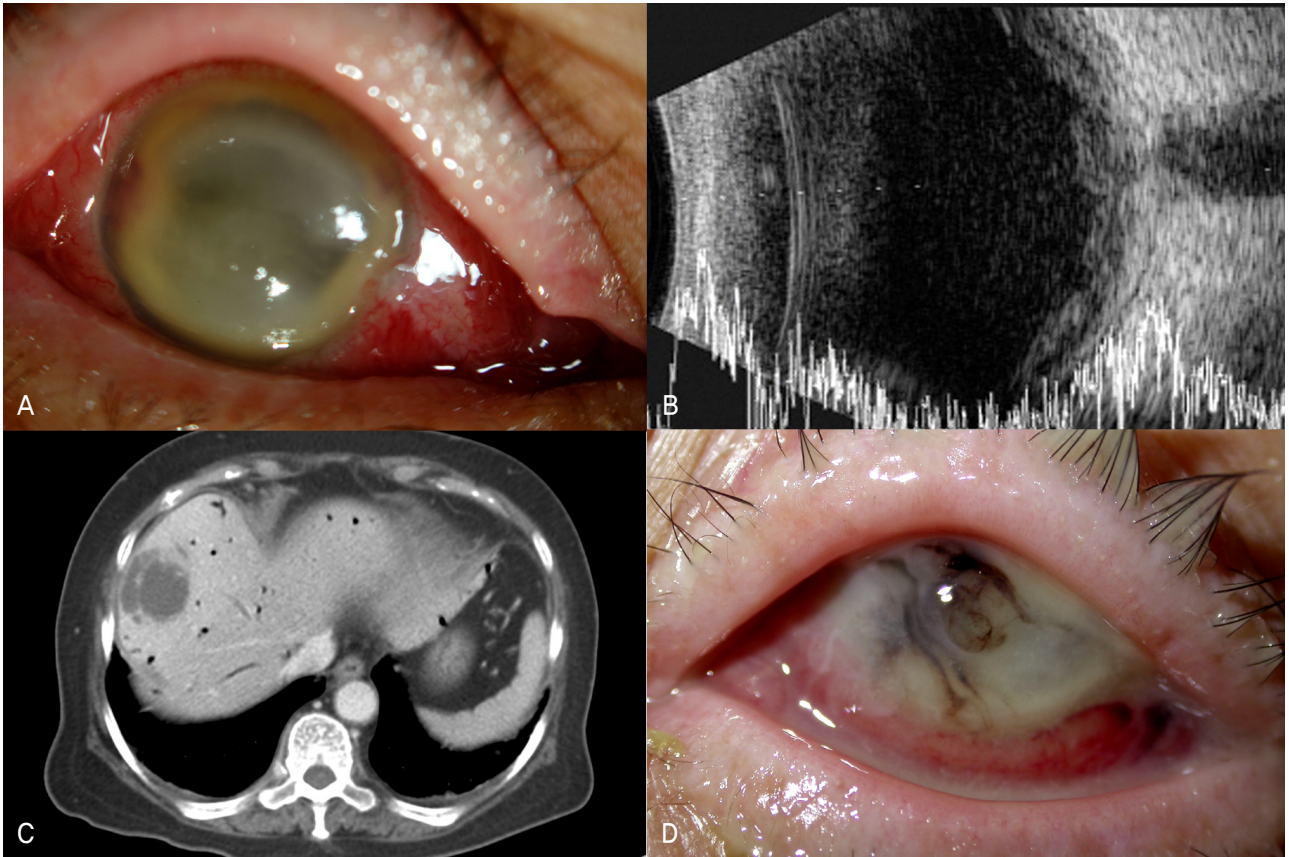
Photographs of patient 1. (A) Photograph of the right eye on the day of admission. Note severe corneal edema and hypopyon. (B) Ultrasonography revealed vitreous opacity and choroidal thickening. (C) On abdominal computed tomography (CT), multiseptated cystic mass (about 6.7×3.9×3.8 cm in size) with adjacent parenchymal enhancement was found in the right lobe of the liver, which confirmed the diagnosis of liver abscess. (D) Photograph of the left eye on the 4th day of admission. Note the corneal perforation and uveal prolapse.
